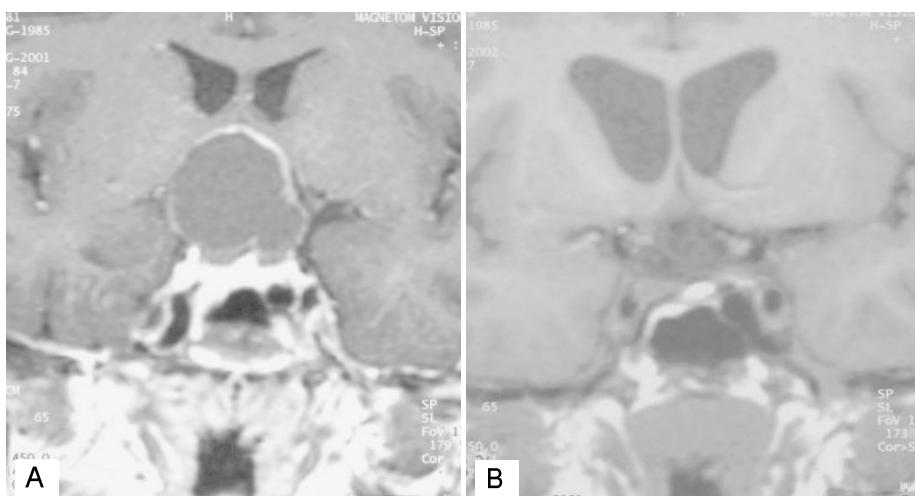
(A) T1-weighted Gd-enhanced coronal MR image obtained in a 17-years-old-man with recurrent craniopharyngioma. He underwent FSRT to deliver 30 Gy/10 fx on the 90% isodose surface. (B) The 8-month follow-up MR image shows the marked shrinkage of tumor.
